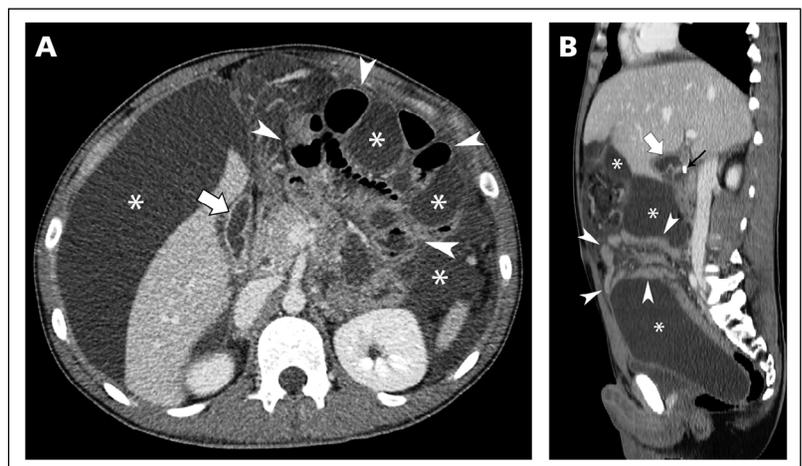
Corte axial (A) y sagital (B) de tomografía computarizada (TC) con contraste realizada al ingreso del paciente, donde se observa vesícula biliar escasamente distendida (flecha gruesa), con cálculo endoluminal en su bacinete (flecha negra delgada), pero sin lesiones parietales demostrables. Se aprecian grandes colecciones intraabdominales (asteriscos), que predominan en situación perihepática, pélvica e interasas, con desplazamiento y convergencia central de las asas intestinales (puntas de flecha).
